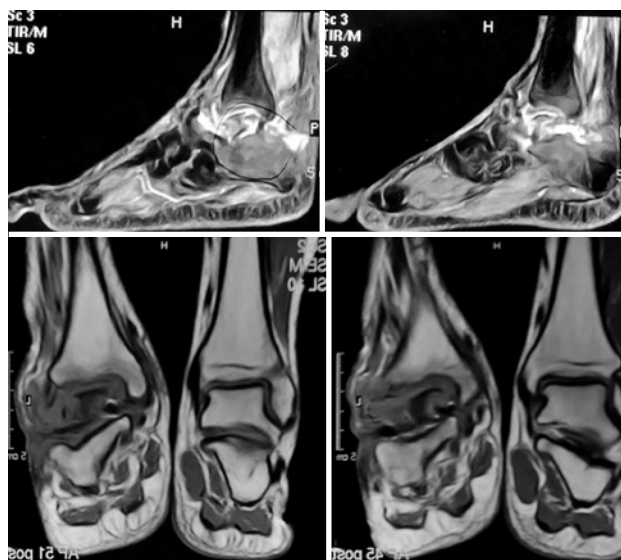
Caso 4. Resonancia magnética, cortes sagitales y coronales. Se observan signos de osteonecrosis astragalina
